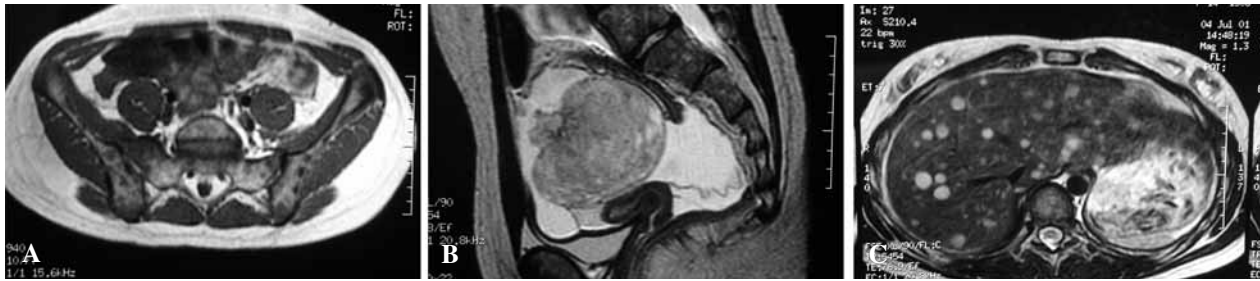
A) RM anteroposterior: tumoración gonadal derecha; B) RM lateral: tumoración gonadal derecha; C) metástasis hepáticas.
